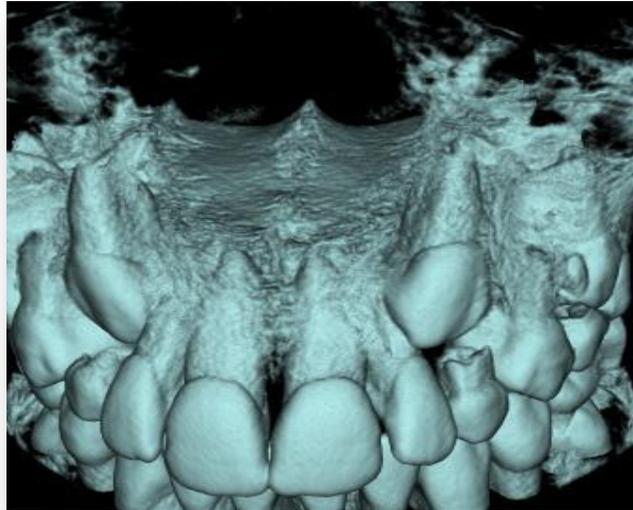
Desarrollo del canino en maxilar superior en TAC.
